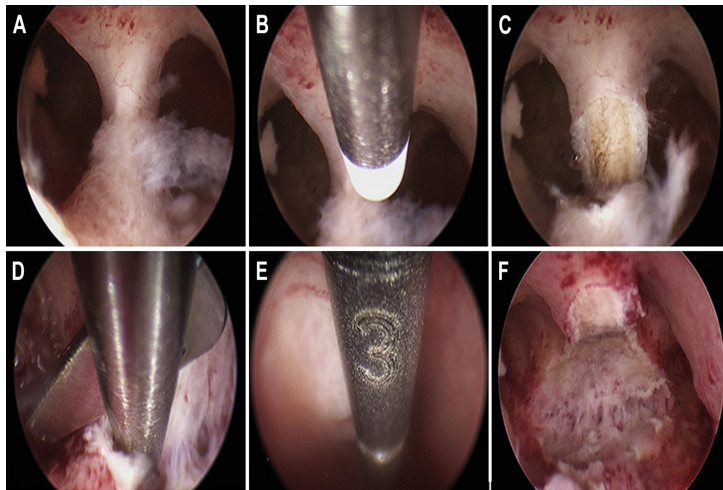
Metroplastia histeroscópica con instrumentos miniaturizados en un útero U2a (útero parcial septado). Los primeros 2,5 cm del tabique se seccionan con un electrodo bipolar de 5F (A-C), seguidos de los últimos 0,5 cm, que se cortan con unas tijeras romas (D). (E) Uso del palpador intrauterino para medir la longitud del tabique resecado para correlacionar con la evaluación de ultrasonidos 3D preoperatoria. (F) Vista final de la cavidad uterina (7).
